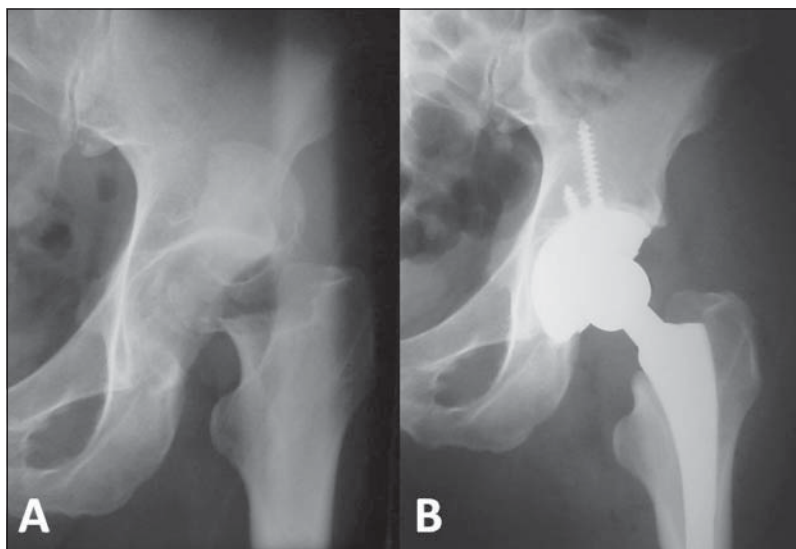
Caso clínico Pipkin III. A. Radiografía preoperatoria B. Radiografía post artroplastia total de cadera primaria.
